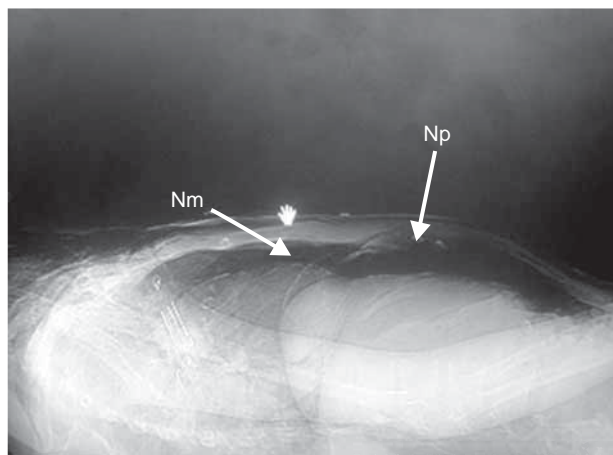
Tomografía de abdomen en corte sagital con evidente neumoperitoneo (Np) y neumomediastino (Nm).
